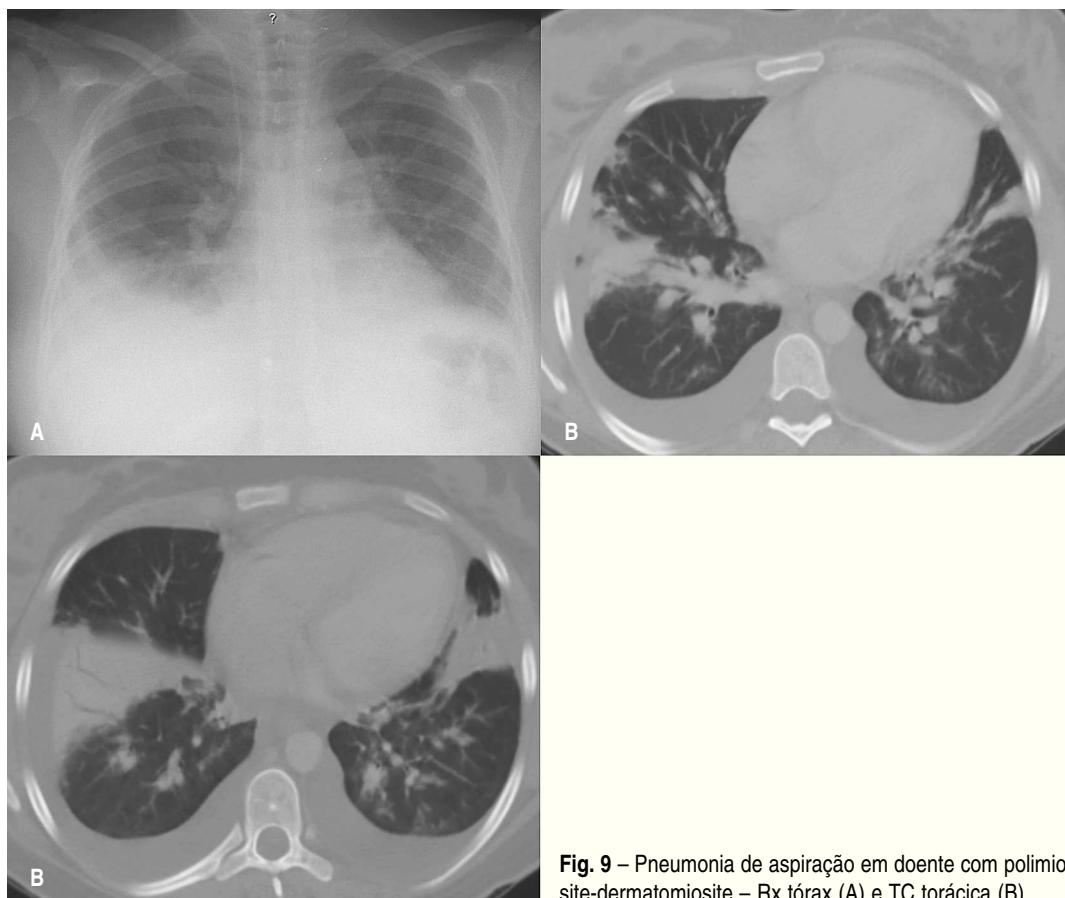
Pneumonia de aspiração em doente com polimiosite-dermatomiosite – Rx tórax (A) e TC torácica (B)
